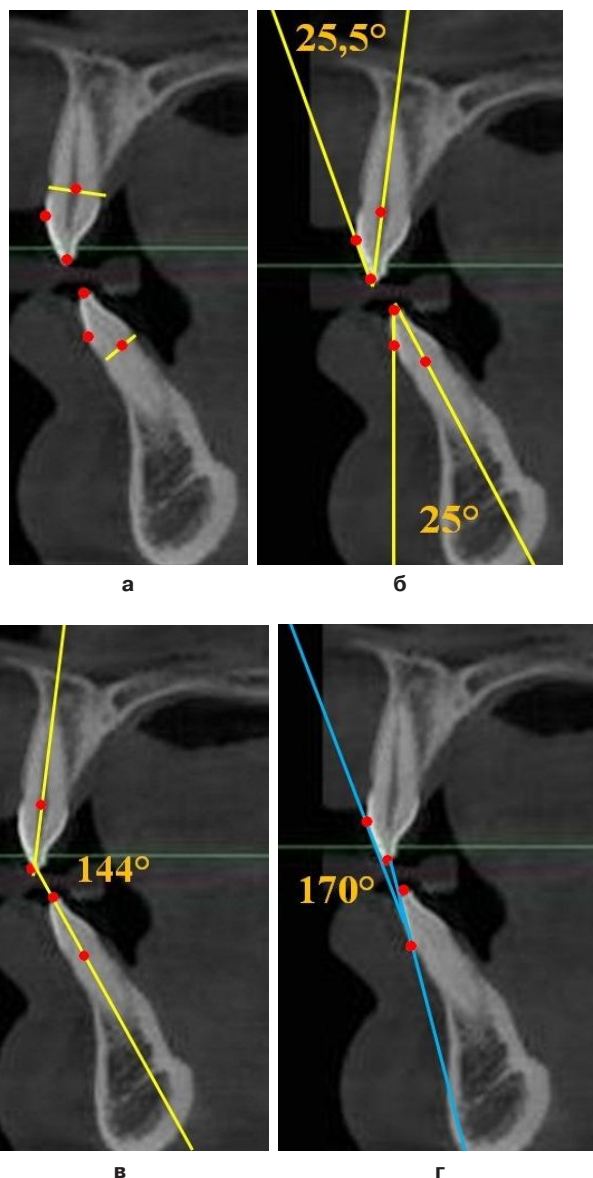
Методы исследования углов наклона резцов на компьютерных томограммах: а – основные одонтометрические точки; б – измерение разности положения реперных линий; в – измерение межрезцового рентгенологического угла; г – измерение межрезцового клинического угла
